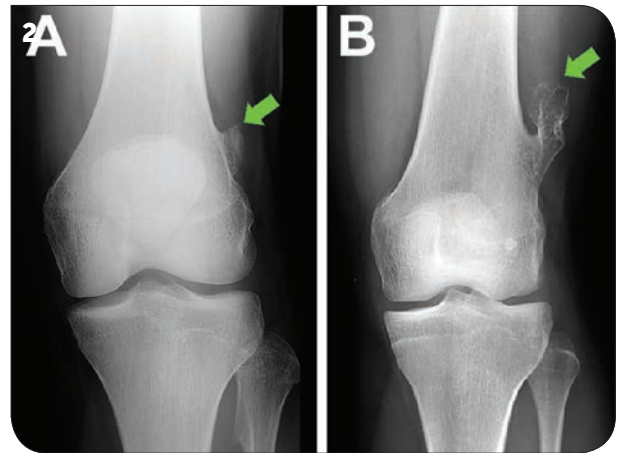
Aspects radiographiques des exostoses.
